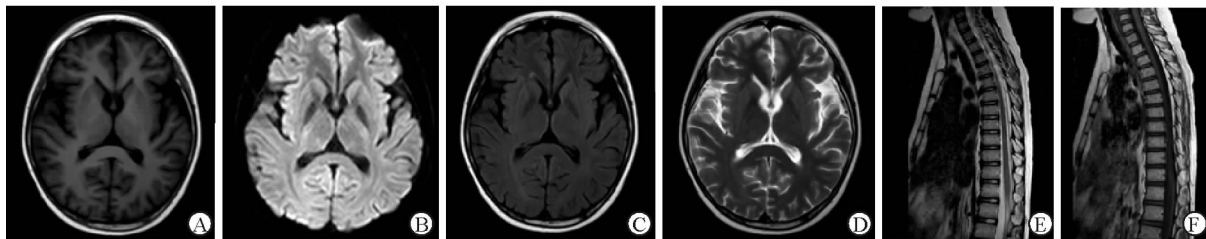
病例 2 治疗 3 个月后磁共振成像(MRI)检查结果
